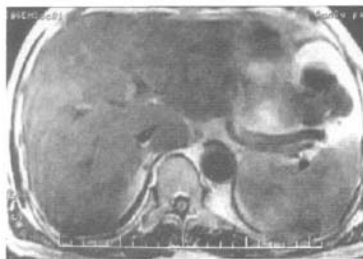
右肾血管平滑肌脂肪瘤 MRI 图像（右肾上极可见混杂信号区，外型尚规整，界限尚清晰，T₂ 加权像大部分组织为等信号，分隔现象较明显。）
